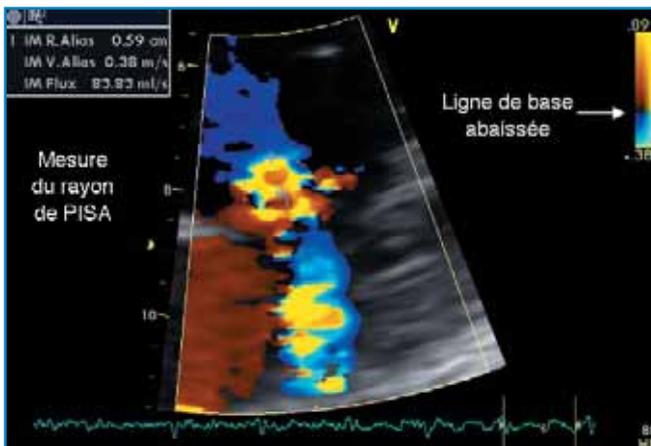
Première étape de l'évaluation d'une insuffisance mitrale par méthode PISA: zoom sur la zone étudiée, réduction de la largeur de la fenêtre Doppler couleur, réglage de la vitesse d'aliasing entre 40 et 20 cm/s (ici 38 cm/s) et mesure du rayon de l'hémisphère d'isovitesse correspondant ($R = 0,59$ cm).
